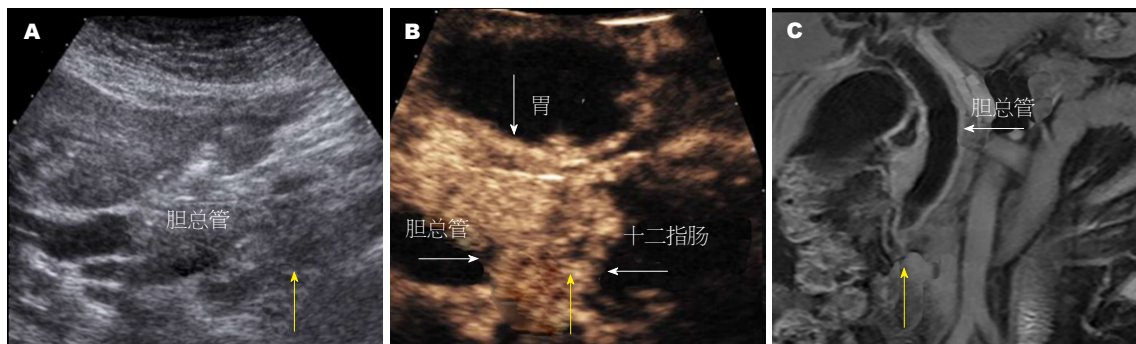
应用不同检查方法诊断肝外胆管癌的典型图像。A: BUS图像; B: CEUS图像; C: MRI图像。BUS: B超; CEUS: 超声造影技术; MRI: 核磁共振成像。
